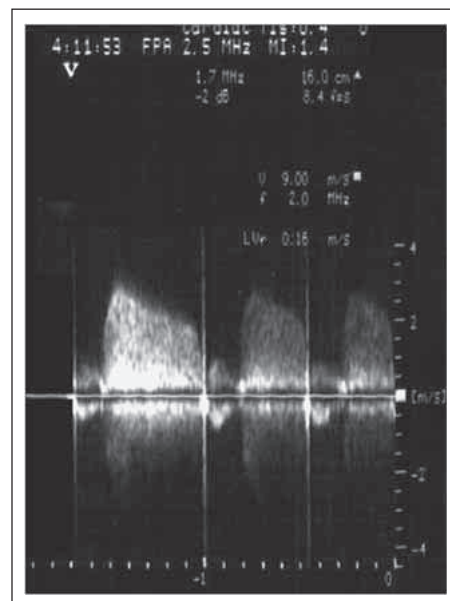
Bettseitige Echokardiographie nach 4 Stunden: partielle Auflösung des Thrombus, im CW-Doppler ergibt sich eine errechnete Prothesenöffnungsfläche von knapp 1 cm²
